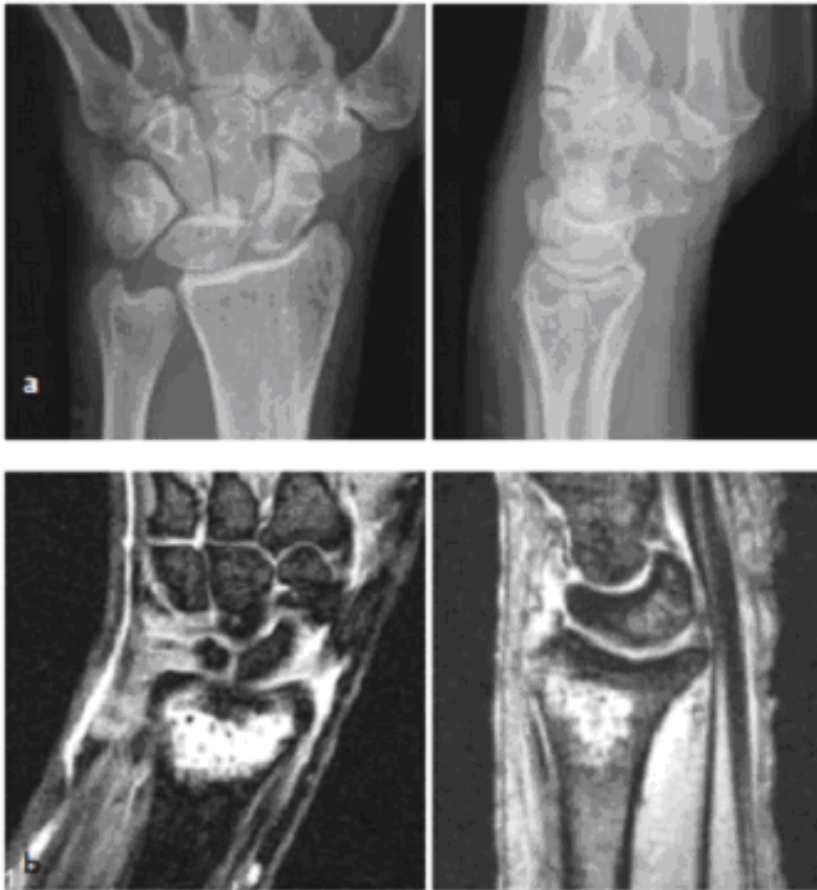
Kernspintomographie bei distaler Radiusfraktur
